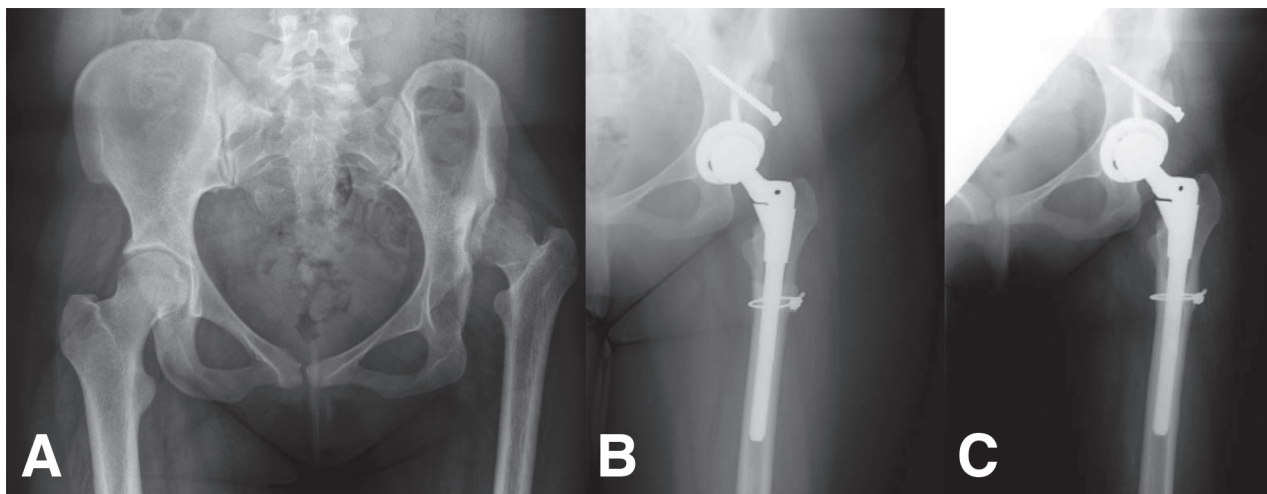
A) Radiografía anteroposterior de la pelvis de una paciente de 19 años de edad con cuatro años de historia de dolor e impotencia funcional de la cadera izquierda. El dolor ocurre con la actividad, pero también en reposo. B) Radiografía anteroposterior de la misma cadera dos meses después de una artroplastia con acortamiento femoral. El vástago femoral modular ha permitido una adaptación independiente a la anatomía metafisaria y diafisaria de su fémur. C) A los 8 meses de la cirugía el injerto de incremento acetabular y la osteotomía está totalmente curados, la enferma camina con una cojera mínima y no tiene dolor.
